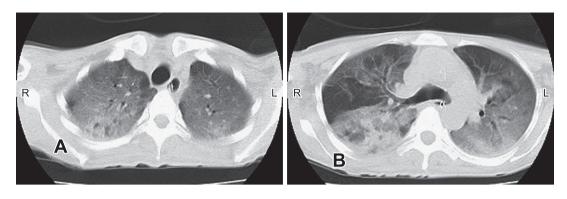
Computed tomography of the lung. (A. B) Diffuse ground glass opacity throughout both lung fields.
